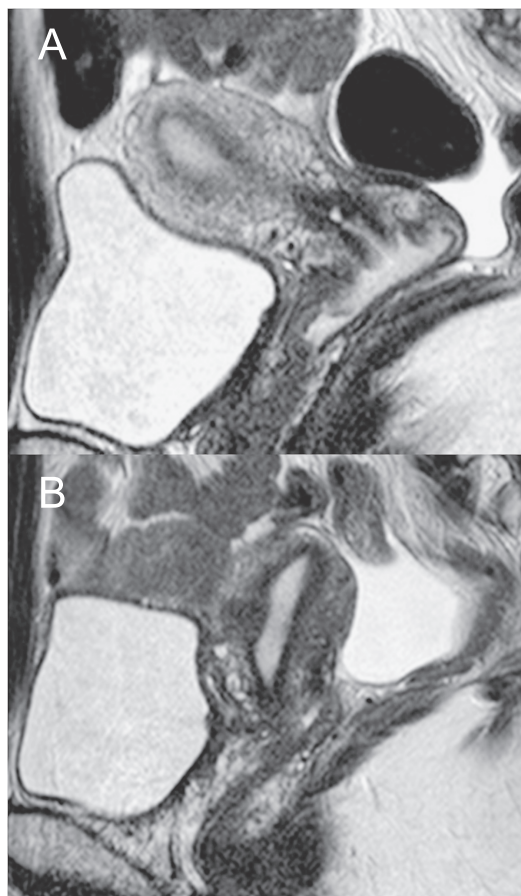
子宮頸がんIB1期で、広汎子宮頸部摘出術による妊孕性温存を行った症例の術前・術後のMRI (T2強調、矢状断像)。
